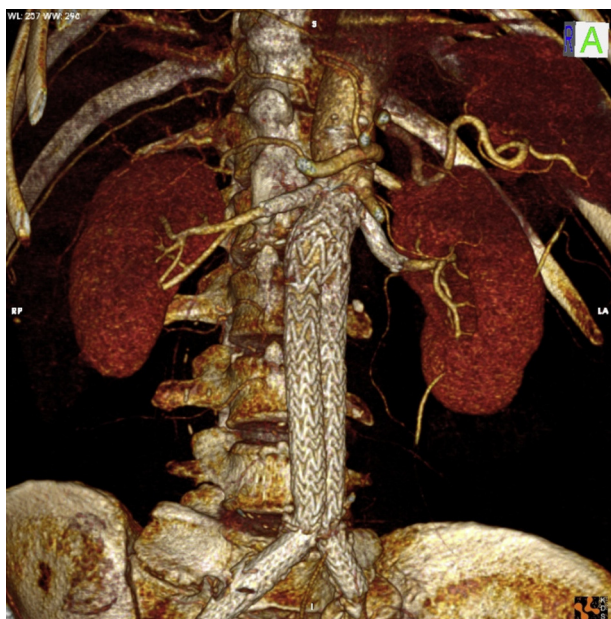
Angio-TC de control a las 72 h. Se observa permeabilidad tanto de las chimeneas renales como del resto de arterias viscerales, sin observarse endofugas ni desplazamiento de prótesis.
